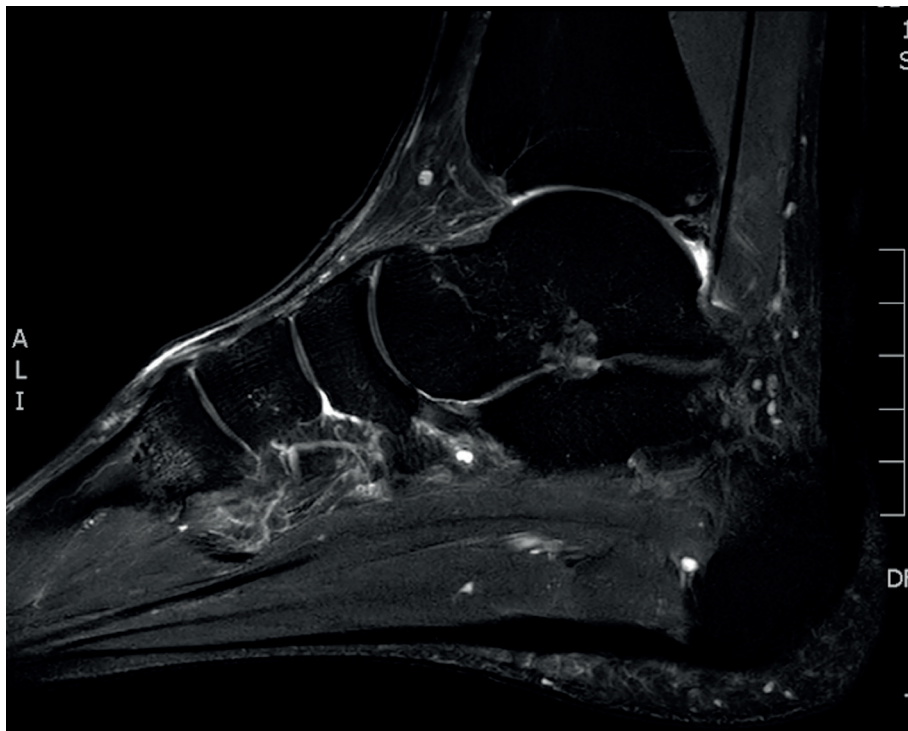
MRI-beeld 1 jaar na de blessure: herstel van de continuïteit met residuele verdikking en geen hyperintensiteiten meer binnen de fascia of de onderliggende m. flexor digitorum brevis.
